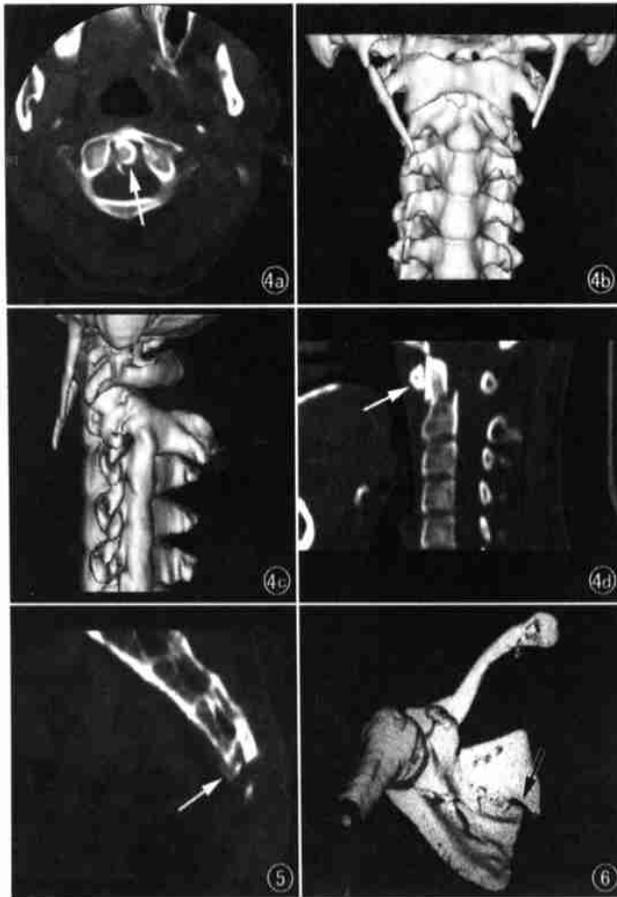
枢椎齿状突骨折。a) 常规CT示齿状突骨折(箭); b、c) SSD由于骨骼重叠未能显示; d) MPR直观地显示了齿状突基底部斜形骨折伴椎体后移(箭),压迫脊髓。图5 MPR矢状位示末节骶骨水平骨折,骨折片轻度向前方移位(箭)。
